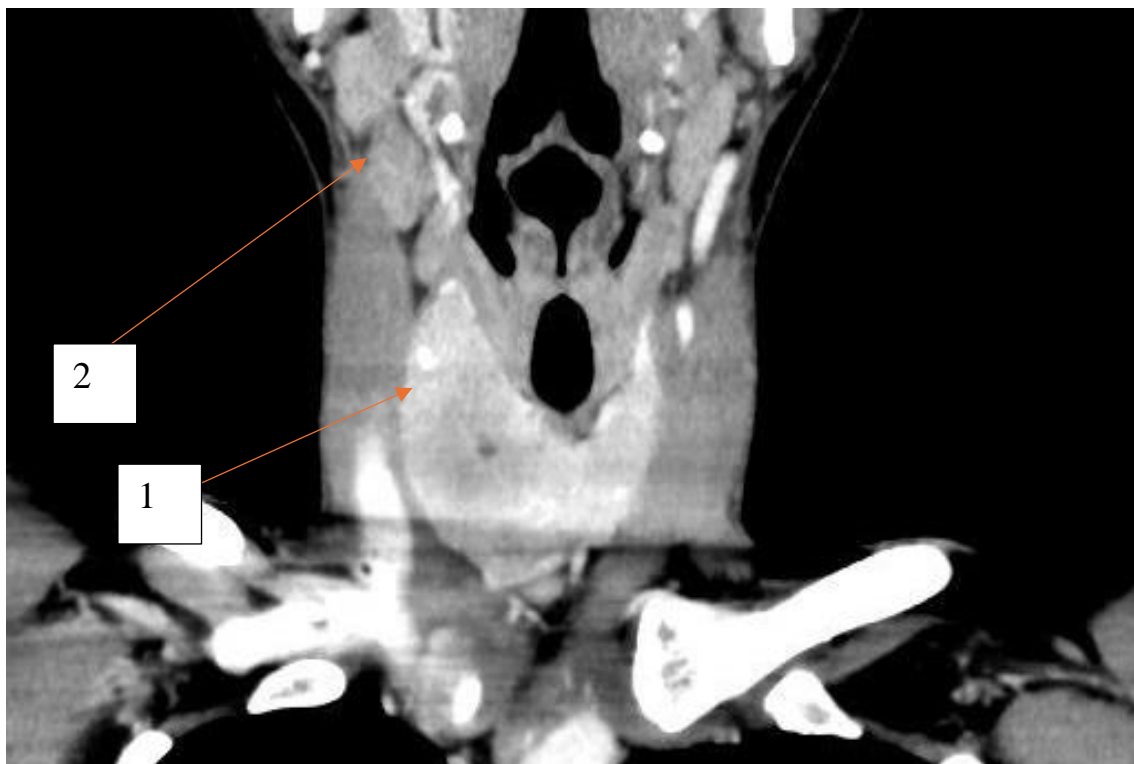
Компьютерная томограмма пациентки Г., 21 год, от 06.11.2024, артериальная фаза. 1 – правая доля щитовидной железы с опухолью; 2 – метастатическое поражение лимфатических узлов шеи справа;
